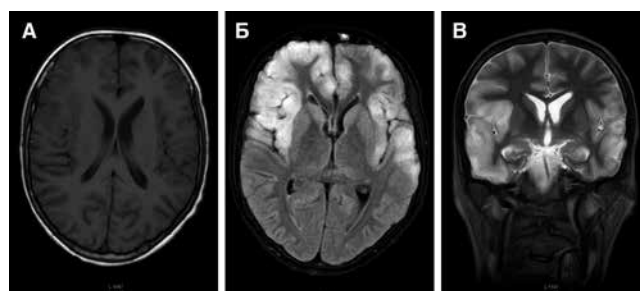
МРТ головного мозга больного В., 14 лет (режимы: А.-FLAIR ИП, Б.-T2 ВИ) диффузное усиление МР-сигнала в области кортикальных отделов лобных, височных, островковых и теменных долей, преимущественно в правой гемисфере, а также локальное поражение мозолистого тела (МР-признаки энцефалита), сужение правого бокового желудочка на фоне локального церебрального отека
